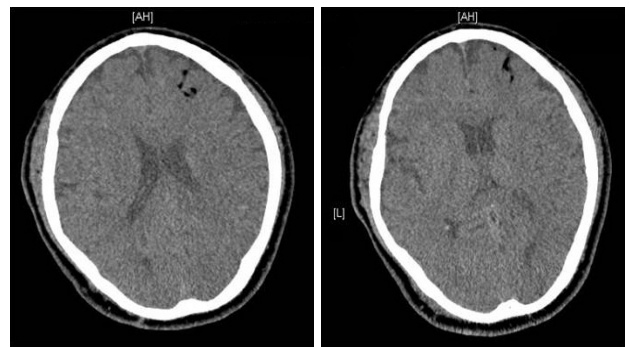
Computed tomography of the brain shows air bubbles in the left frontal lobe.
